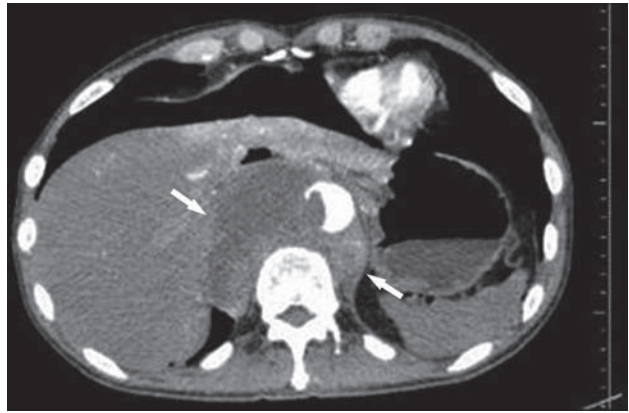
Компьютерные томограммы брюшной полости, аксиальная (А), фронтальная (Б) проекции. Лейомиосаркома (стрелки). Инвазия брюшного отдела аорты. Аорта окружена опухолевой тканью на 2/3 поперечного сечения, дефект контрастирования, обусловленный распространением опухоли, пристеночным тромбом. Контур аорты неровный, просвет сосуда сужен.
